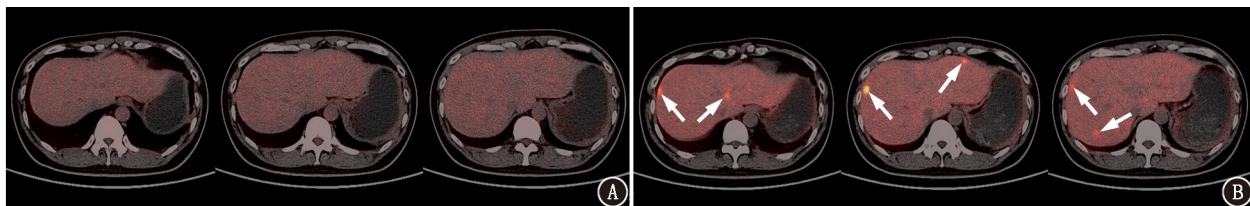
胰腺神经内分泌肿瘤(G2 级)术后疑诊肝转移患者(男,35 岁)PET/CT 显像图。A.  $^{18}\text{F}$ -FDG PET/CT 融合图像,肝脏未见明显异常摄取;B.  $^{18}\text{F}$ -AIF-NOTA-奥曲肽 PET/CT 融合图像,可见肝内多个异常显像剂浓聚灶(箭头示)
